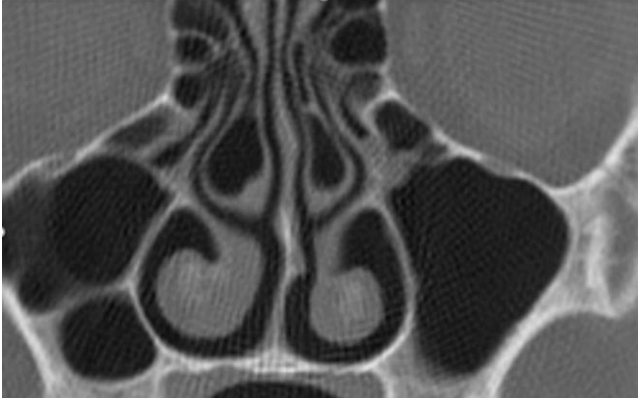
СКТ. Коронарна реконструкція.
